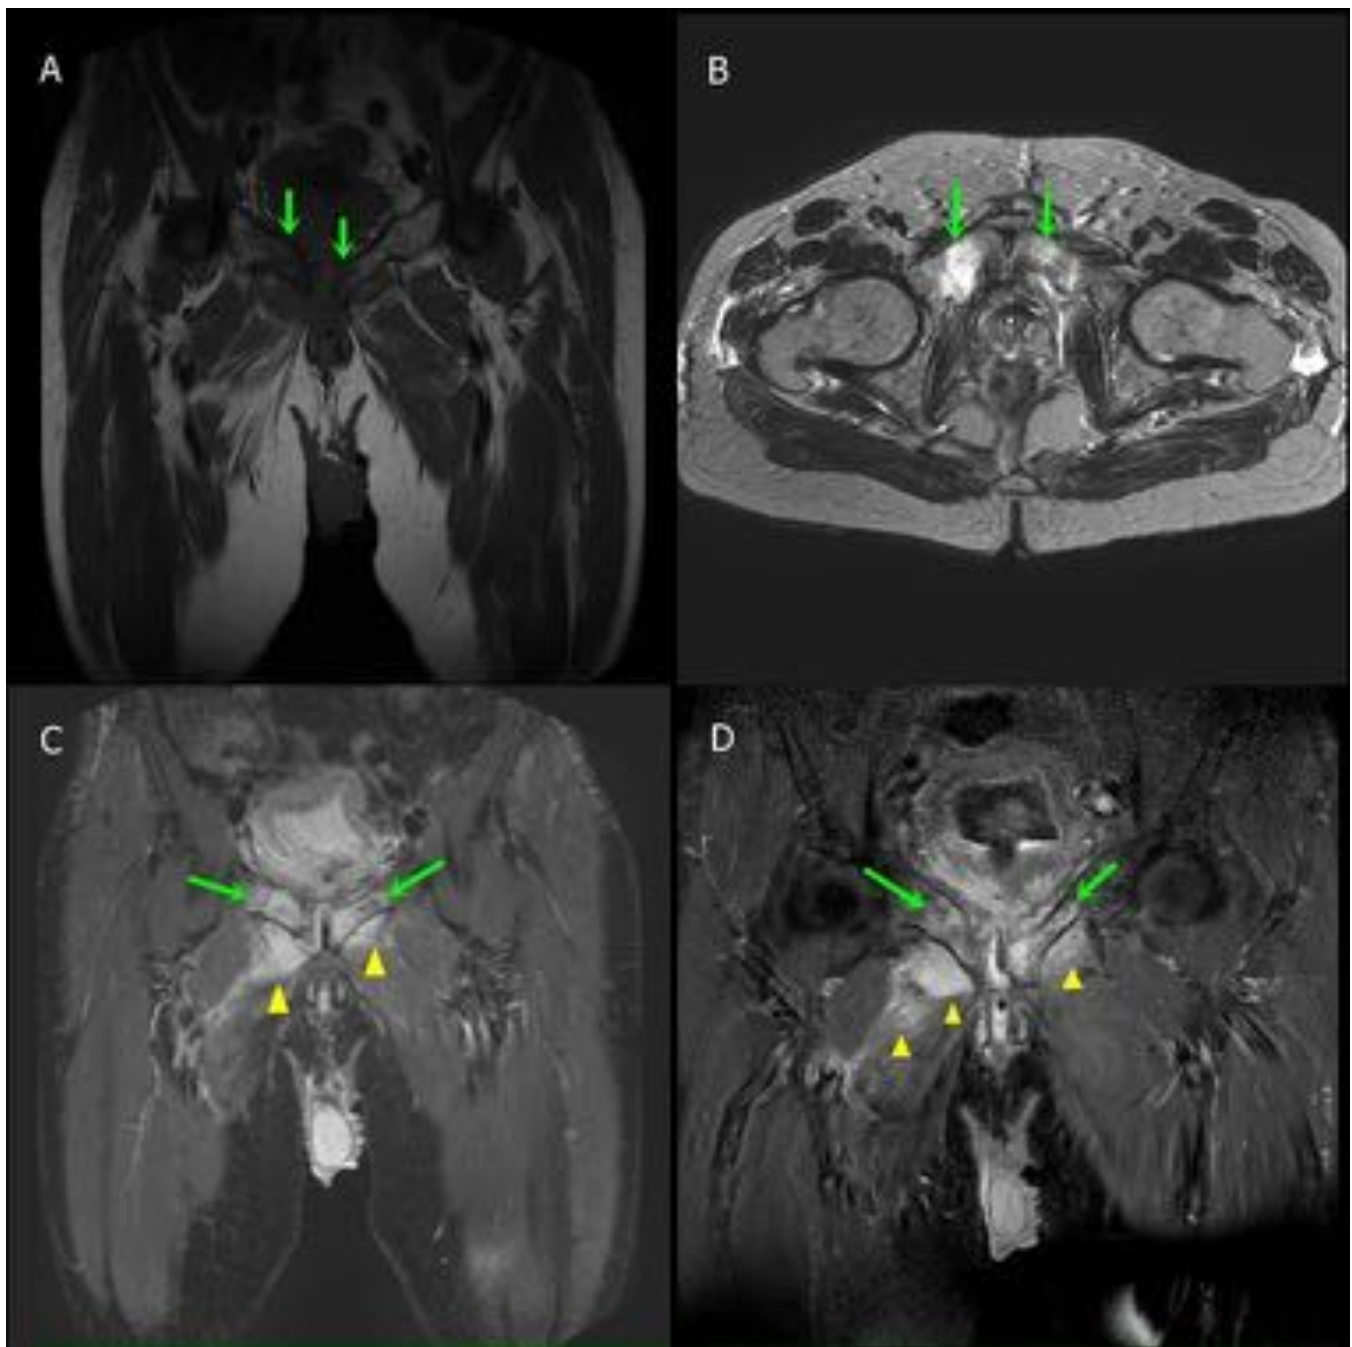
RM PELVIS CON CONTRASTE IV: Secuencias coronal T1[A],Axial T2[B], Coronal STIR[C] y Coronal T1+Gd[D].Alteración de la intensidad de señal de ambas ramas pubianas centrada en la sínfisis, hipointenso en T1 e hiperintenso en T2, más significativo del margen articular derecho de la sínfisis[Flechas verdes].Con contraste se identifica captación de la región ósea, partes blandas y grupos musculares adyacentes[cabezas de flecha],compatible con osteomielitis y miositis secundaria.
